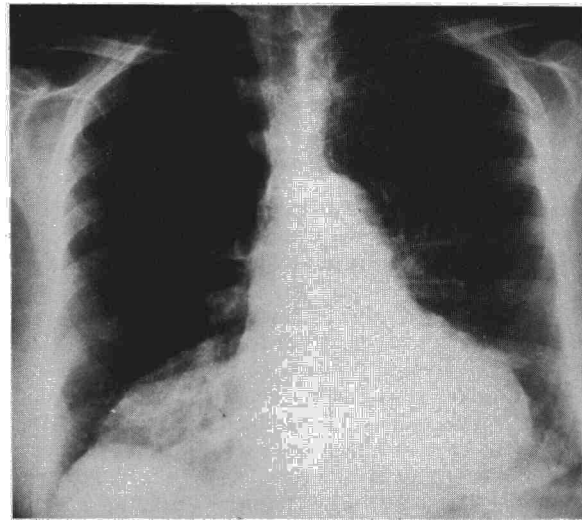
Radiografía PA de tórax. Masa mediastínica de baja densidad; lipoma yuxtapericárdico.
